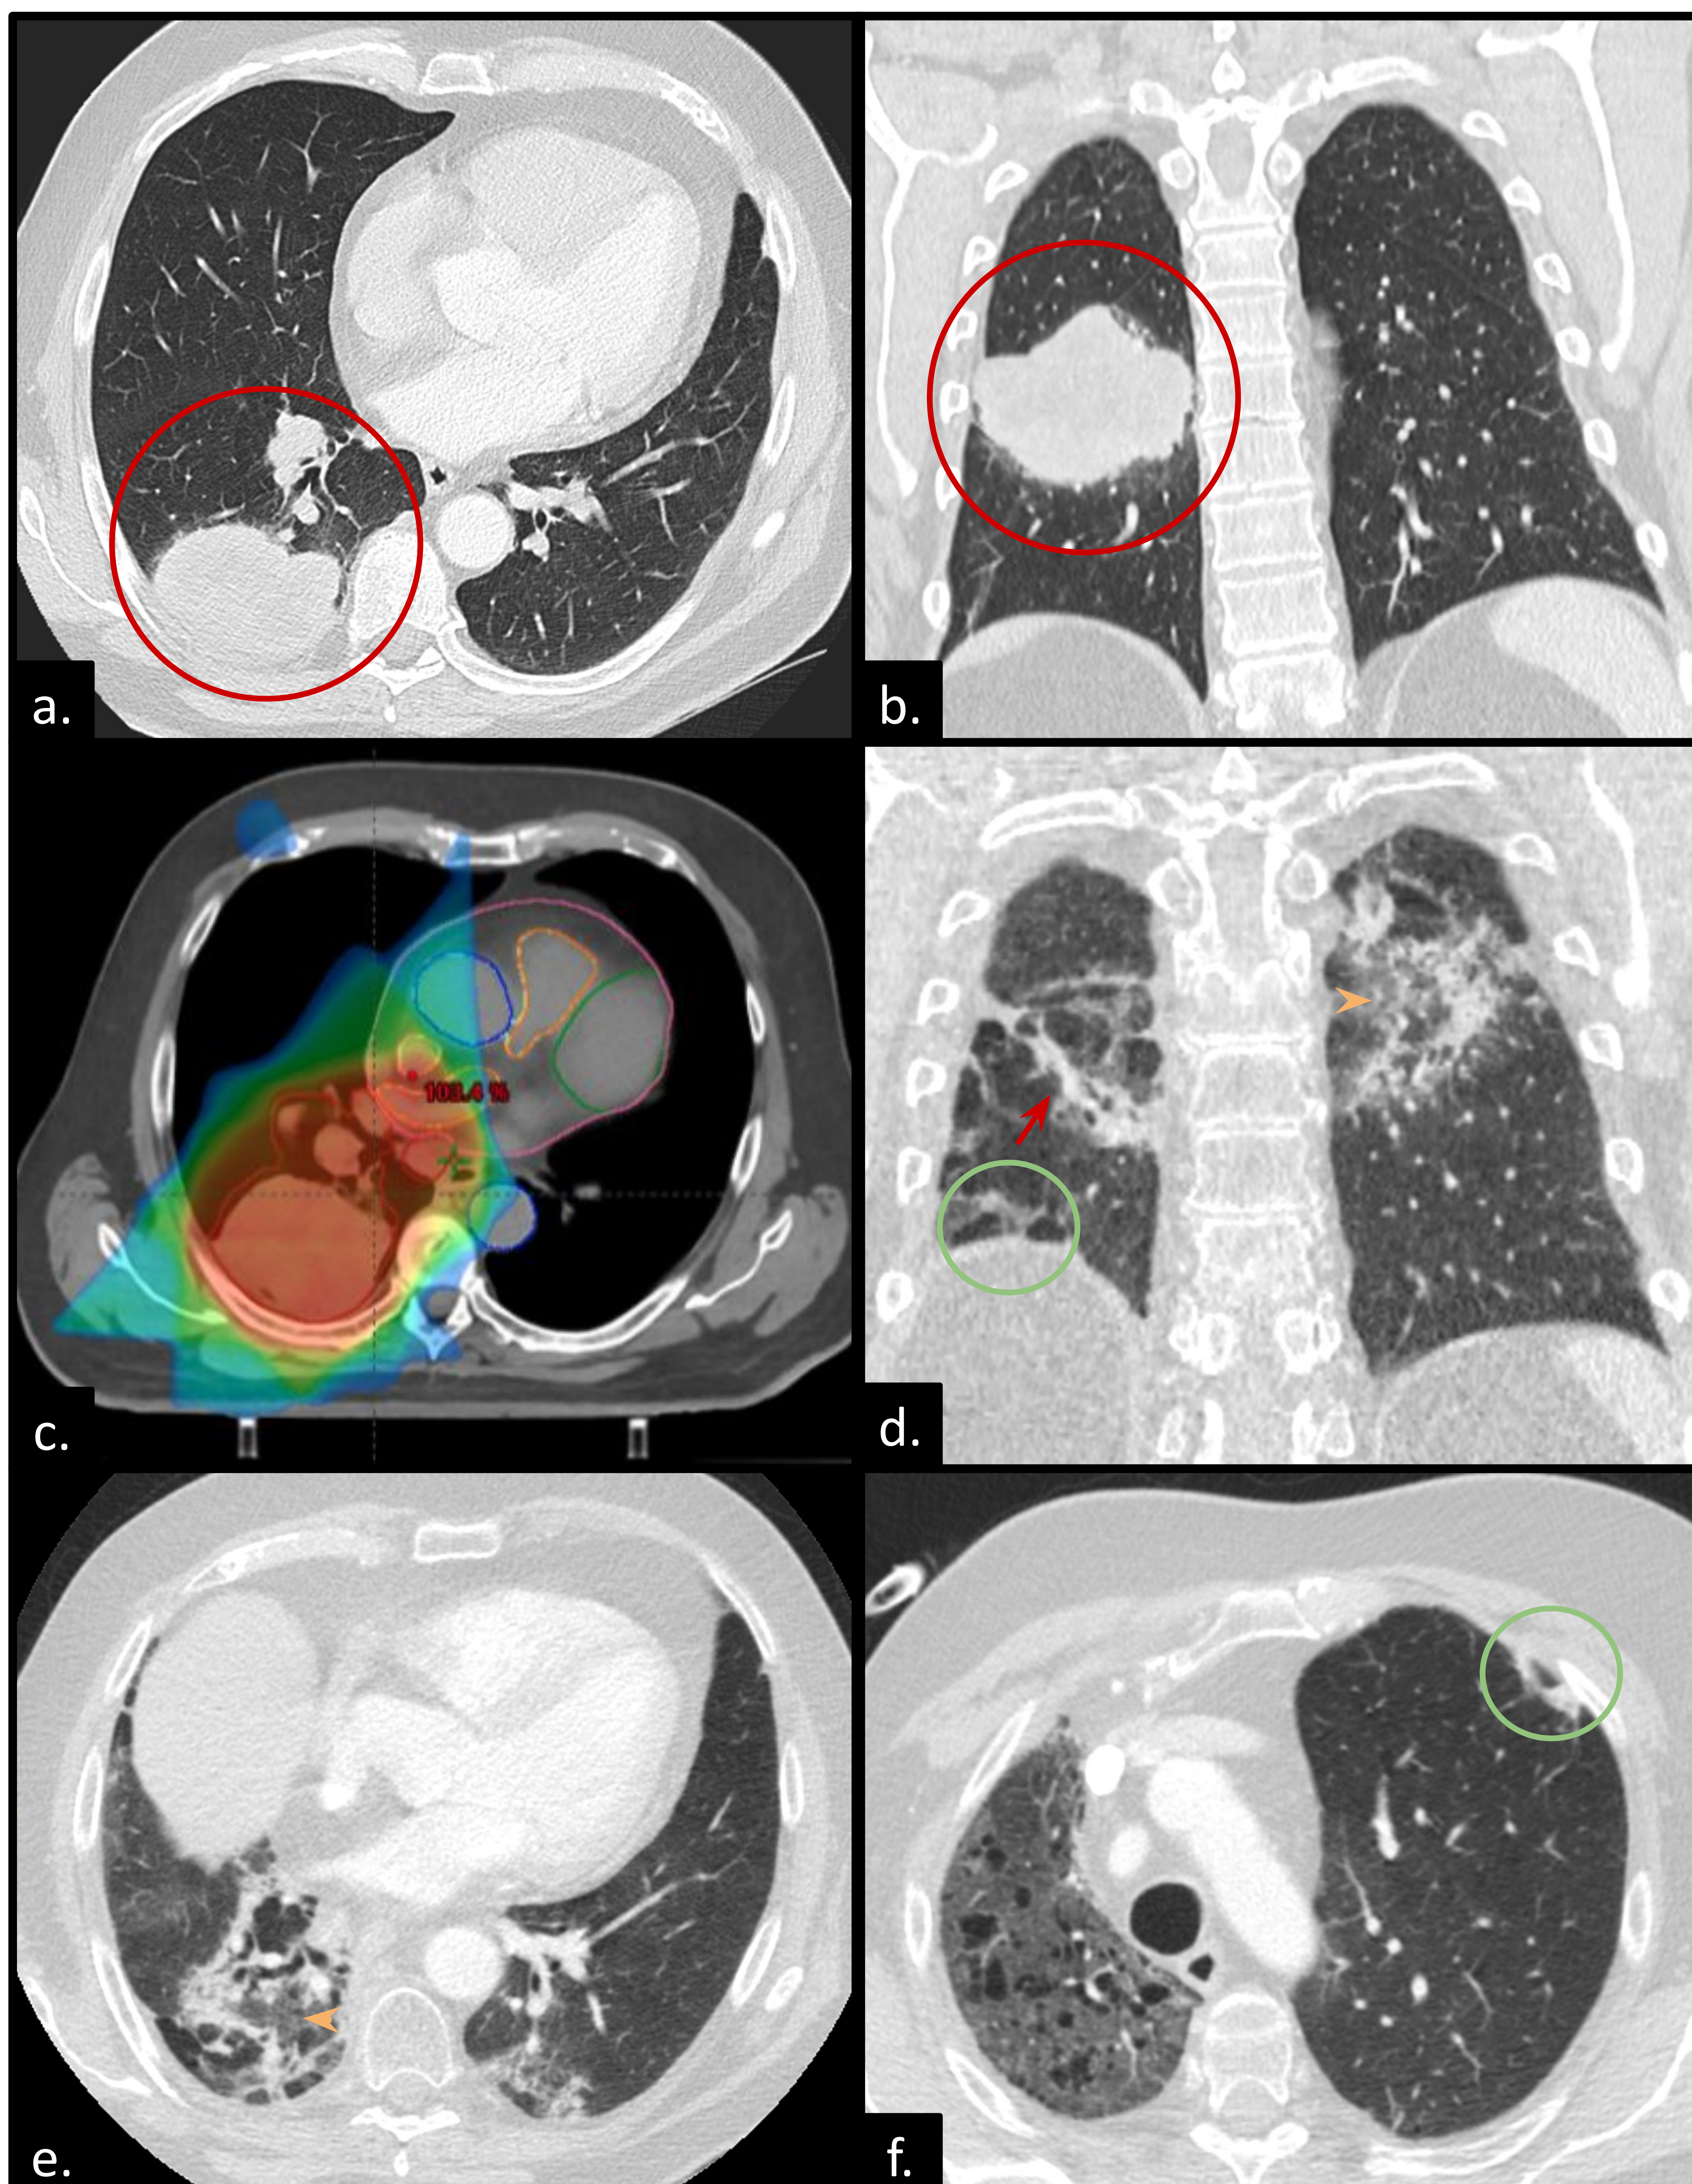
Hombre de 66 años, con adenocarcinoma de pulmón en lóbulo inferior derecho T4N2M0. Imagen axial (a) y reconstrucción coronal (b) en ventana de pulmón, que muestra voluminosa masa sólida en lóbulo inferior derecho, de bordes lobulados, con nódulos sólidos satélites (círculo rojo), compatible con la lesión neoplásica primaria pulmonar. Imagen de TC en ventana de partes blandas axial (c) reconstruida dosimétricamente que muestra la lesión primaria tratada con radioterapia; se administró una dosis total de radiación de 60 Gy en 30 fracciones. TC a los 5 meses finalizada la radioterapia, en ventana de pulmón corte coronal (d) y axial (e, f) se observan opacidades en vidrio deslustrado con tendencia a la consolidación (cabeza de flecha naranja), formación de bandas parenquimatosas (flecha roja), signo del halo invertido (círculo verde). Se evidencia afectación tanto a nivel del campo de radioterapia como en pulmón contralateral, estos hallazgos son sugestivos de neumonía organizativa radioinducida.
